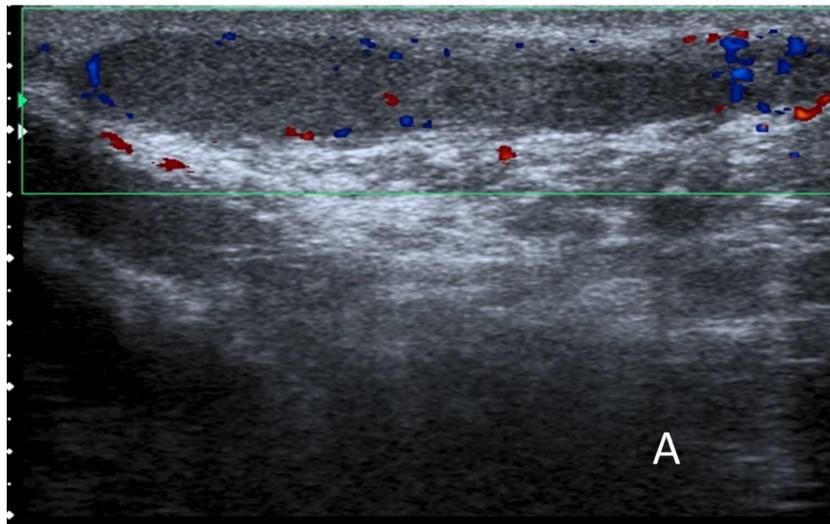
Hidrosadenitis escrotal visualizada en ecografía (imagen A) y RM , complicada con formación de absceso (flecha blanca) que muestra realce periférico de sus paredes y ausencia de realce central tras la administración de contraste.
